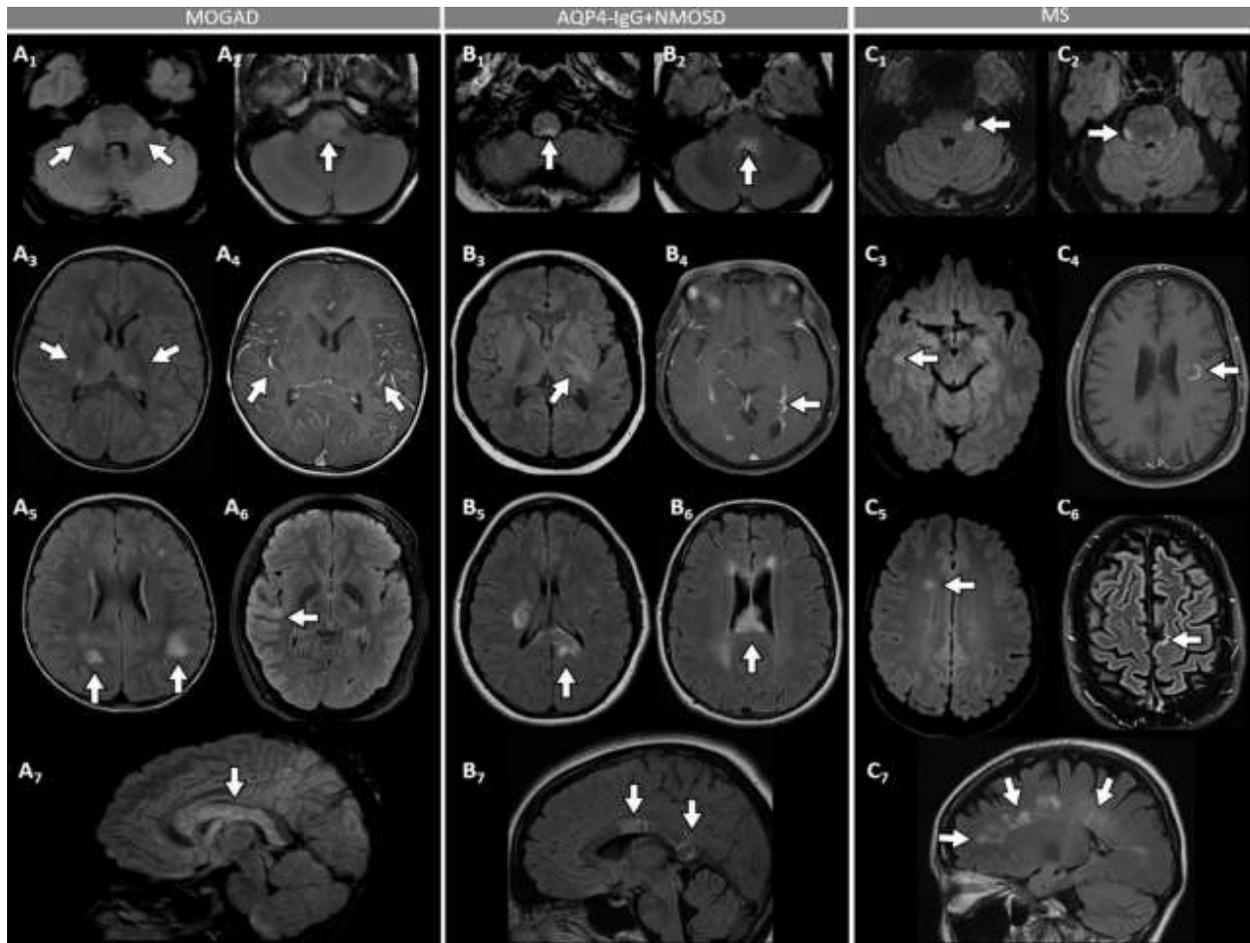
les Caractéristiques de l'IRM cérébrale chez les patients atteints de MOGAD, AQP4-IgG + NMOSD et de SEP [10]
